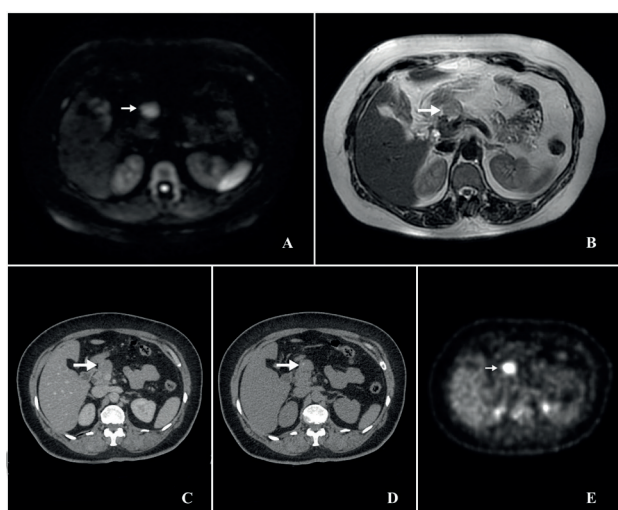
Tumor at the body of the pancreas (Patient #3) High signal intensity in the lesion on diffusion-weighted image (A). Nodular lesion with moderate signal intensity on T2-weighted image (B). Nodular hypovascular lesion on non-contrast-enhanced computed tomography (C). Millimetric calcification within the lesion on non-contrast-enhanced computed tomography (D). PET-CT image with FDG uptake (SUVmax:8.5) (E).
